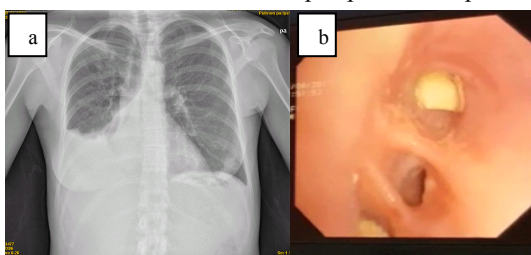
Radiografía de tórax con atelectasia basal derecha. Figura 2b. Imagen endoscópica de restos de pastillas impactados en segmentos de pirámide basal derecha
